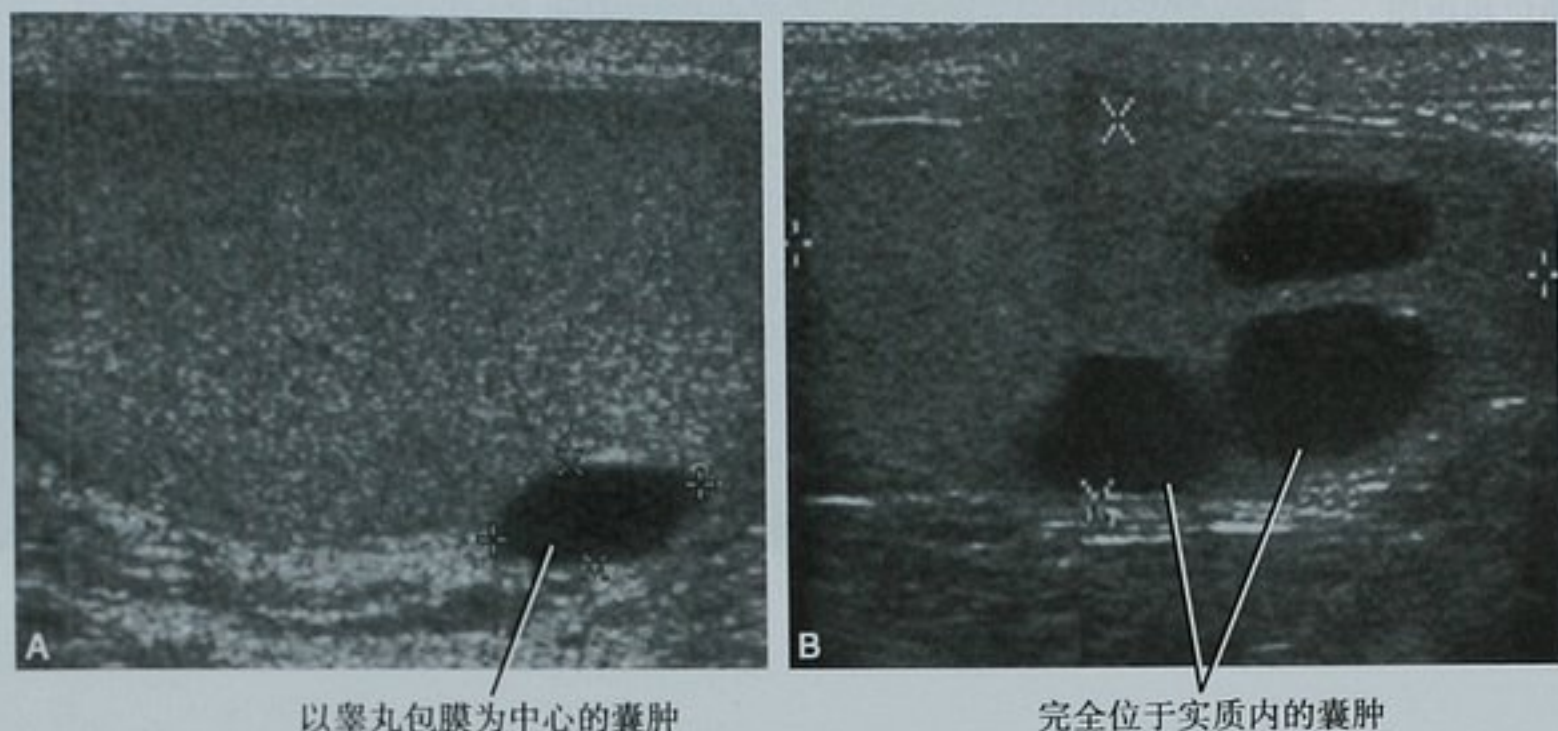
良性睾丸囊肿。A. 矢状位超声图像显示了一个以白膜为中心的卵圆形的单纯囊肿,它在睾丸轮廓上形成一个能被触及的轻度隆起;B. 多发囊肿的矢状位图像。尽管其中部分靠近白膜,但它们不能被触及
